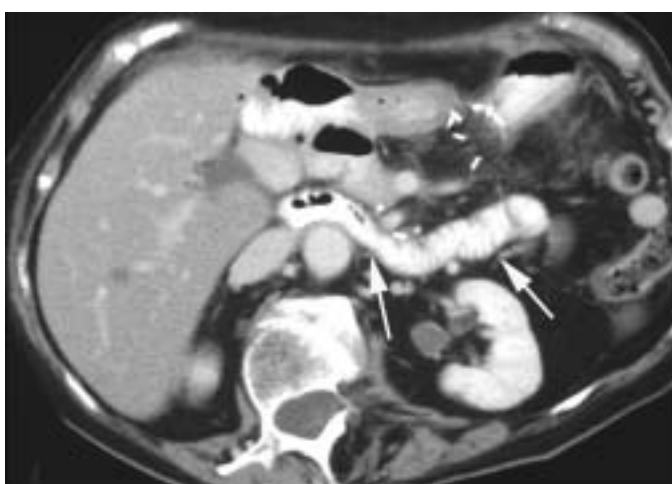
Aspect TDM post-opératoire de l'anastomose pancréatico-jéjunale après DPC (flèche).
